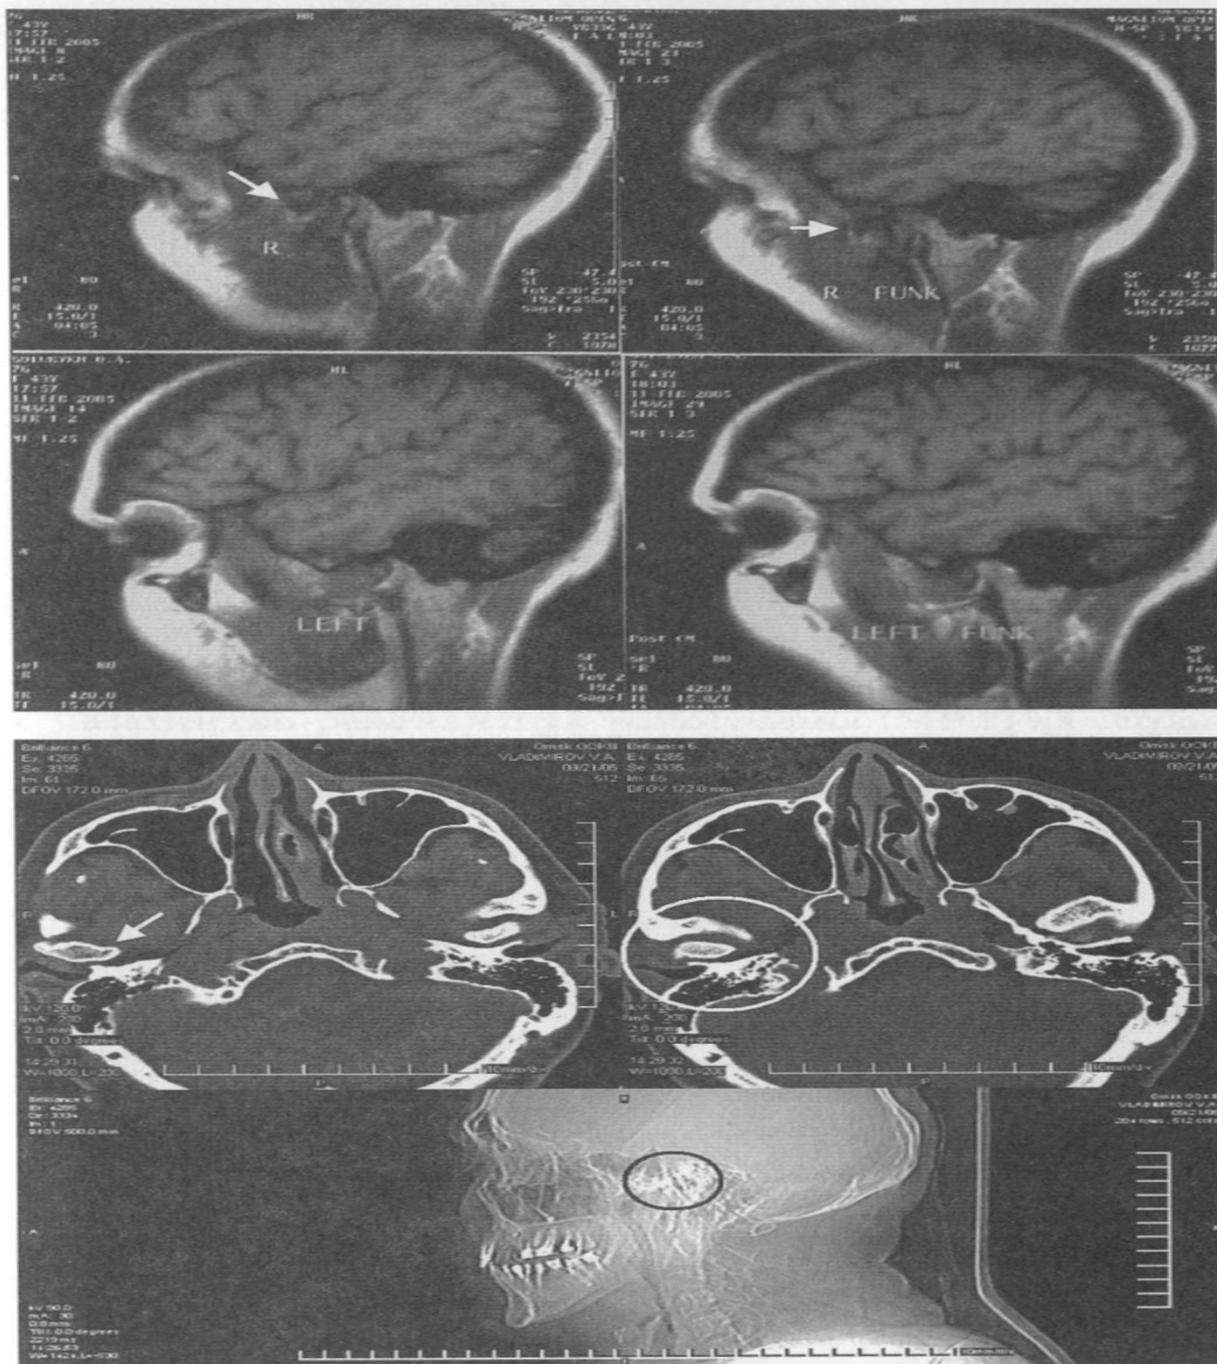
Трехмерная реконструкция спиральной томографии ВНЧС больного В.
